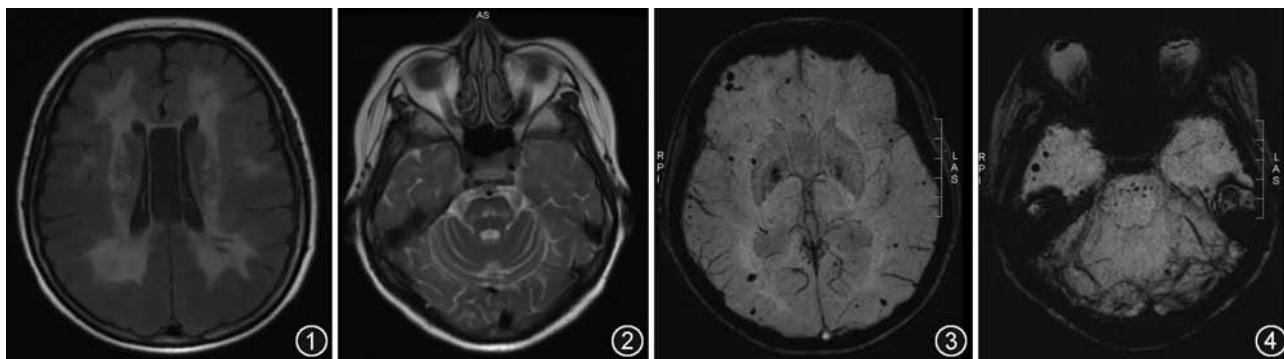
液体衰减反转恢复 (FLAIR) 序列显示双侧大脑白质、基底节、外囊、胼胝体弥漫高信号影, 内可见散在点条样低信号影, 5、6 脑室形成
